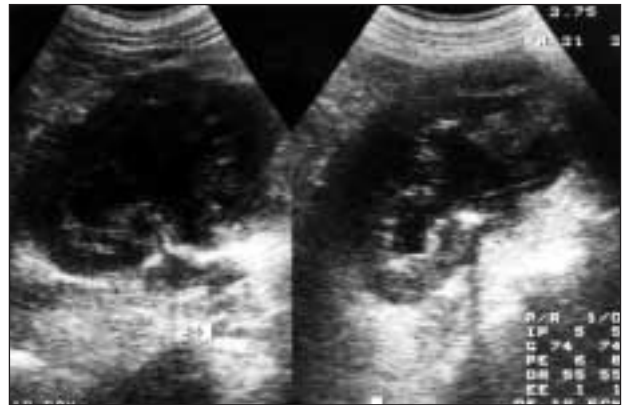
En la ecografía se visualizan ambos riñones con dilatación del sistema excretor y pérdida de la diferenciación corticomedular.
